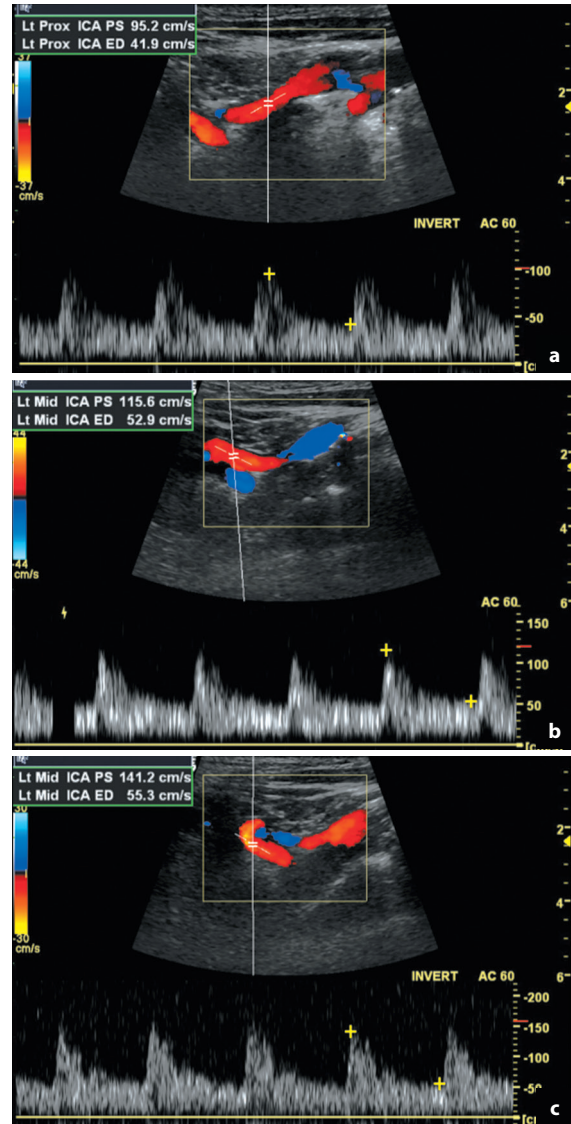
En un sitio proximal a una arteria carótida interna tortuosa, la velocidad sistólica máxima es de 95 cm/s (a). La onda Doppler muestra velocidades elevadas de 141 cm/s debido a la curvatura de la arteria carótida interna en su región distal (c), pero no en la curva proximal (b) cuya velocidad máxima es de 116 cm/s. Se pueden observar valores de velocidad sistólica máxima de hasta 150 cm/s y se los considera no patológicos en las arterias tortuosas.
